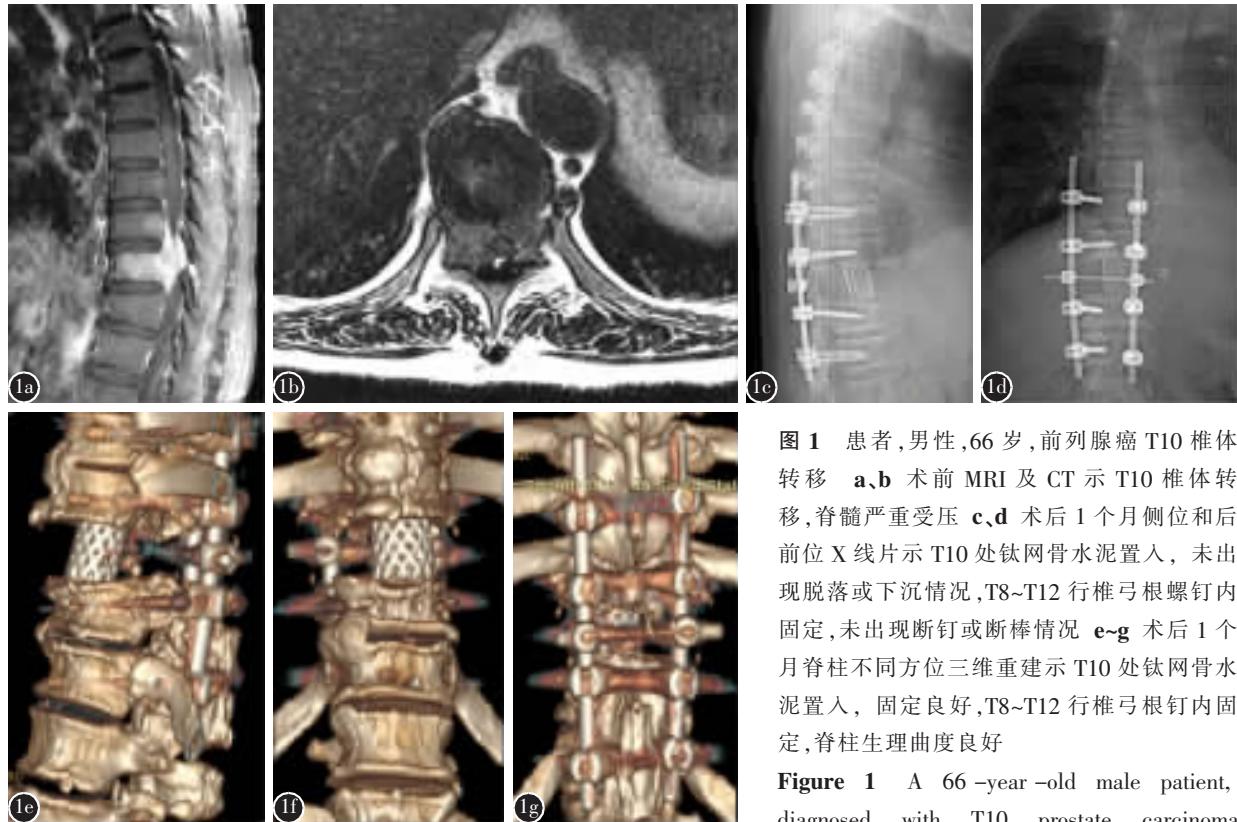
患者,男性,66岁,前列腺癌T10椎体转移 a、b术前MRI及CT示T10椎体转移,脊髓严重受压 c、d术后1个月侧位和后前位X线片示T10处钛网骨水泥置入,未出现脱落或下沉情况,T8~T12行椎弓根螺钉内固定,未出现断钉或断棒情况 e~g术后1个月脊柱不同方位三维重建示T10处钛网骨水泥置入,固定良好,T8~T12行椎弓根钉内固定,脊柱生理曲度良好
